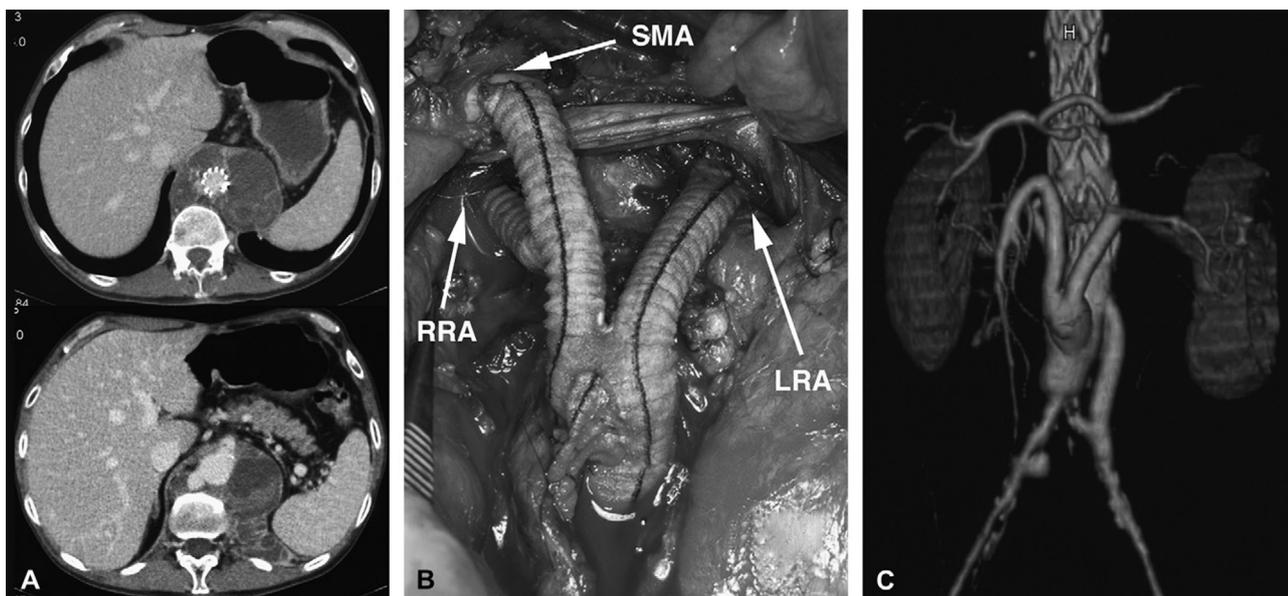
А – КТ-ангиография, на которой виден разрыв висцеральной аортальной бляшки; В – вид во время операции; С – послеоперационная 3D КТ-реконструкция, которая показывает ретроградную реваскуляризацию верхнебрыжеечной (SMA), правой (RRA) и левой почечных артерий (LRA)
